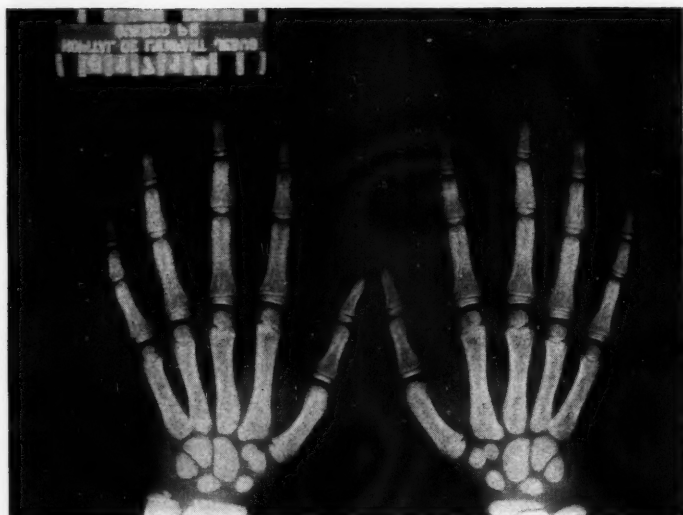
D. P. — Aspect radiographique des mains au dernier examen.
